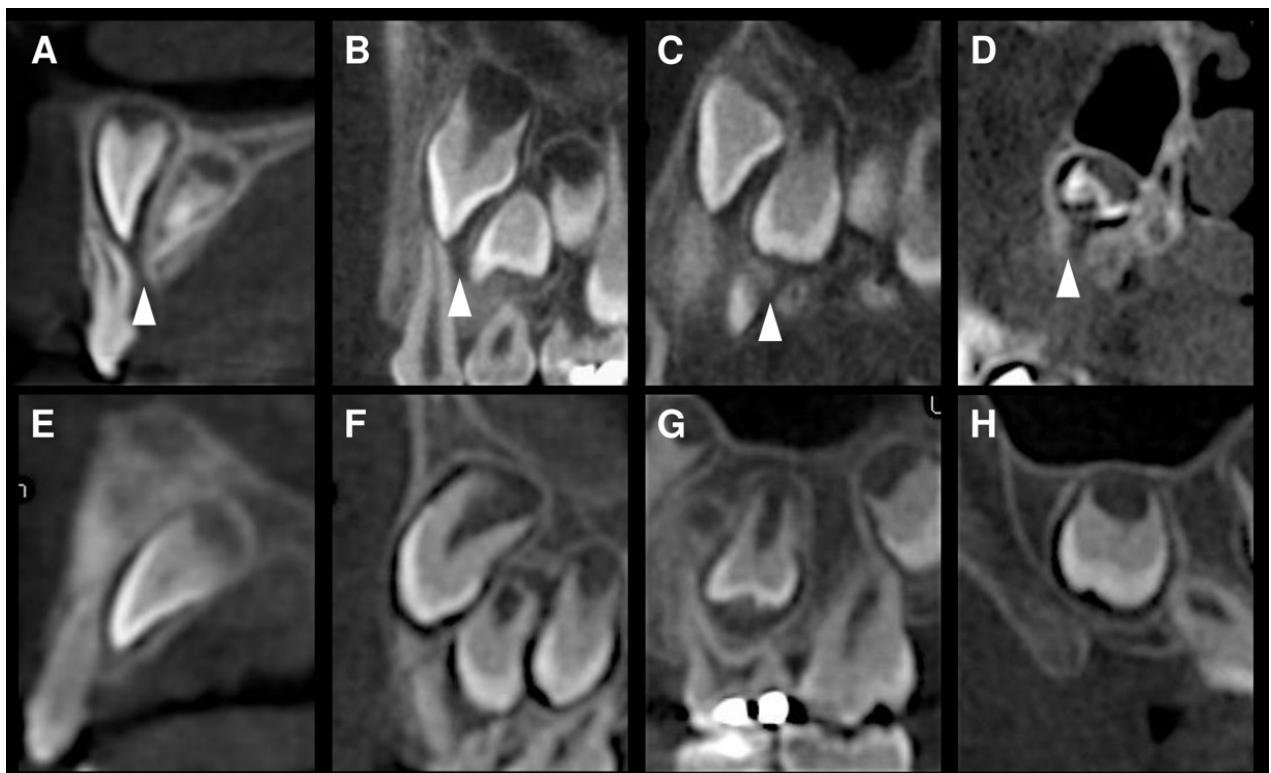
CBCT images showing presence of GC in different dental groups in the maxilla: incisor region (a), canine region (b), premolar region (c), and molar region (d) - arrows indicate the GC opening in the alveolar crest; and GC not detected in incisor region (e), canine region (f) premolar region (g) and molar region (h).
